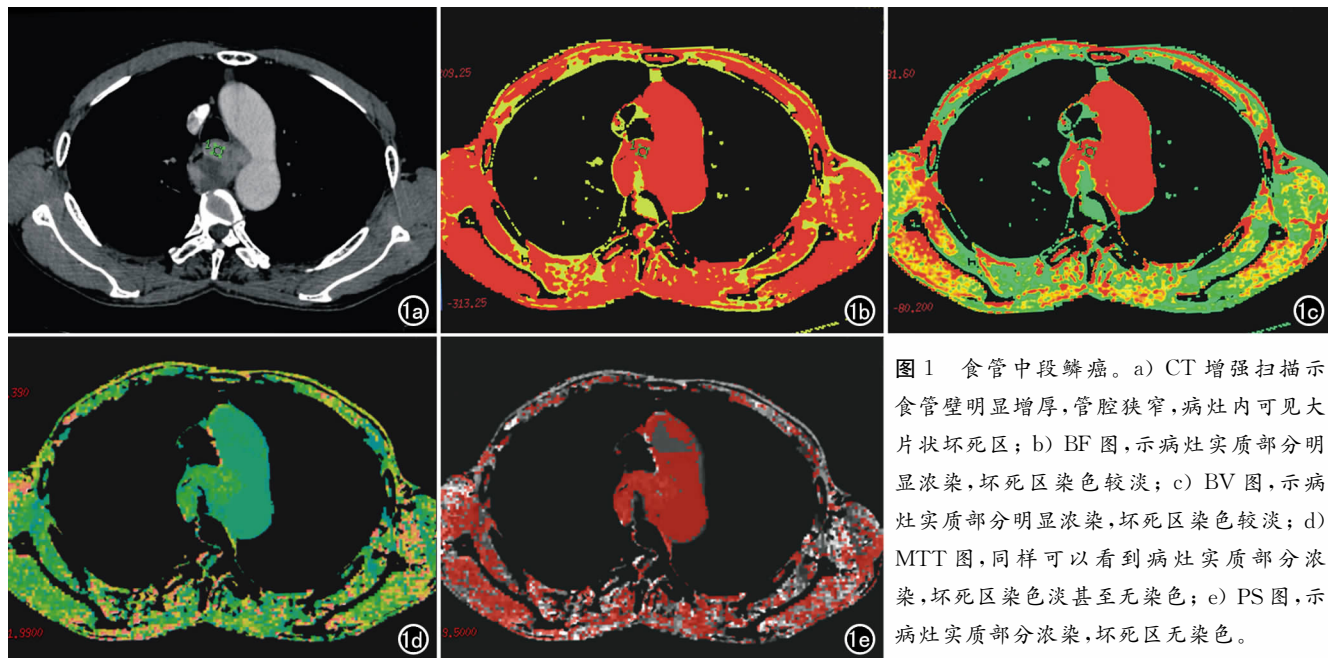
食管中段鳞癌。a) CT 增强扫描示食管壁明显增厚,管腔狭窄,病灶内可见大片状坏死区;b) BF 图,示病灶实质部分明显浓染,坏死区染色较淡;c) BV 图,示病灶实质部分明显浓染,坏死区染色较淡;d) MTT 图,同样可以看到病灶实质部分浓染,坏死区染色淡甚至无染色;e) PS 图,示病灶实质部分浓染,坏死区无染色。
